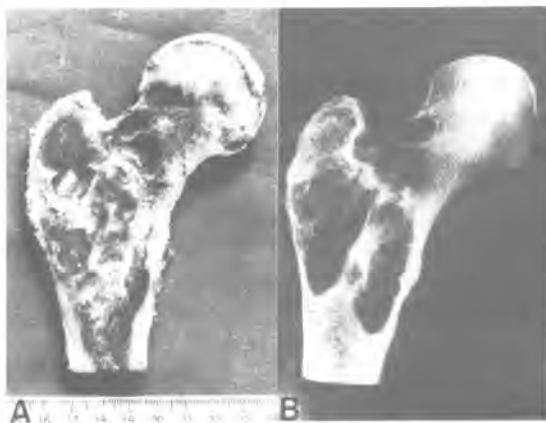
Aspecto macroscópico de la hemisección de la pieza de resección (A), y el de la radiografía de la misma (B).
